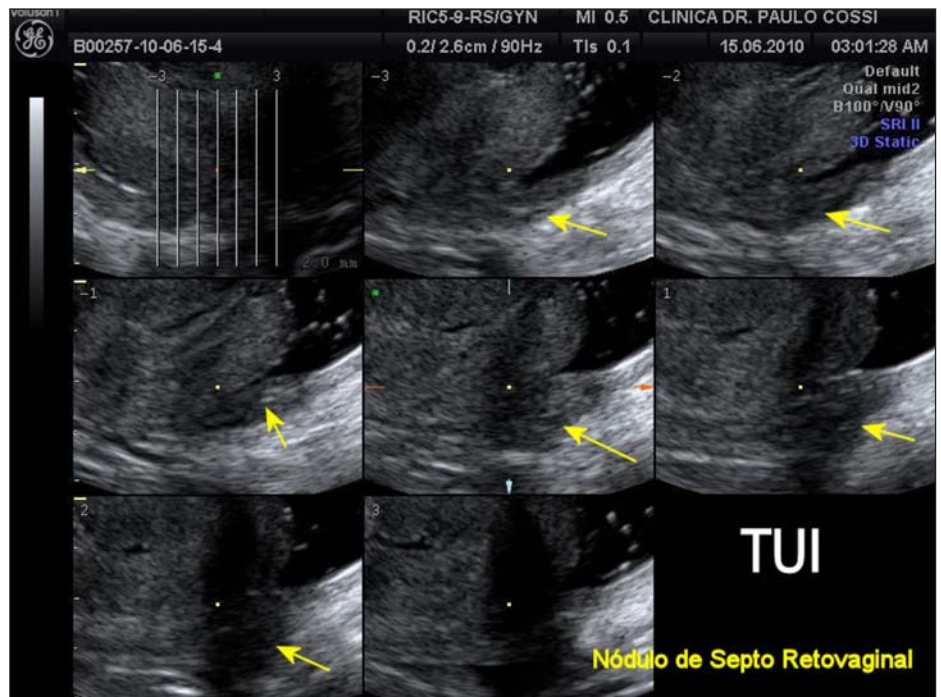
Nódulo retrovaginal. (TUI – tomographic ultrasound image).
